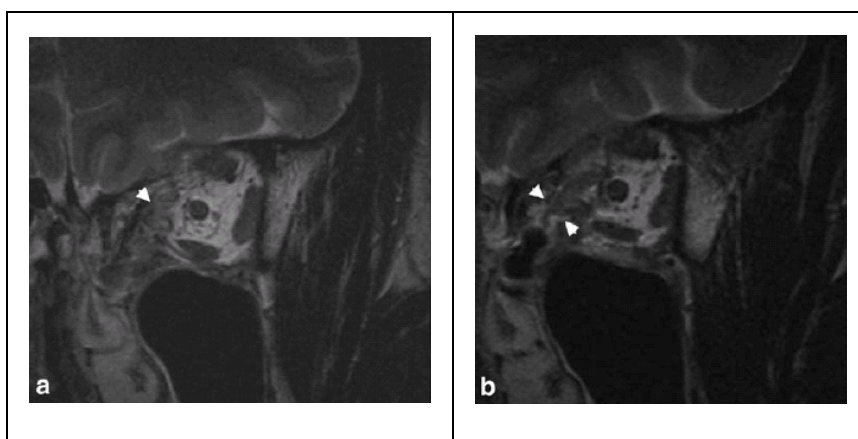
Hochauflösende coronare T2-gewichtete MRT-Bilder (a, b), die eine Einklemmung des M. rectus medialis (Pfeile) tief in der Augenhöhle nach einer ungenügenden Abdeckung durch die Folie zeigen.
